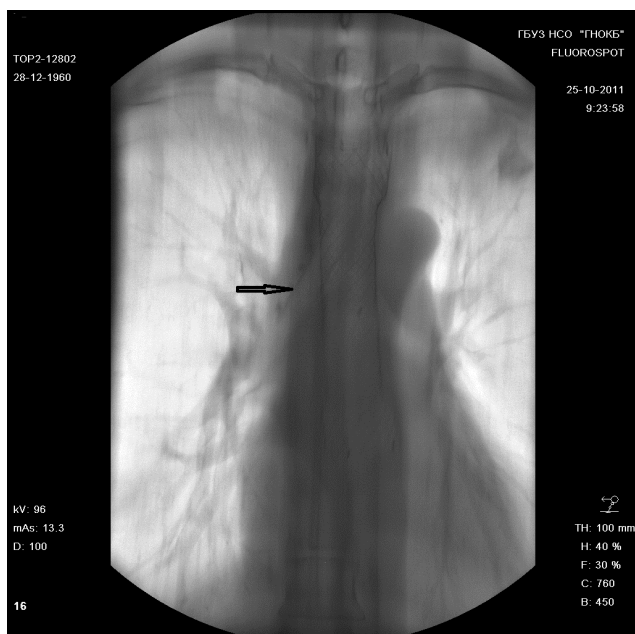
Томография. Пищеводный и трахеальный стент (указан стрелкой).
